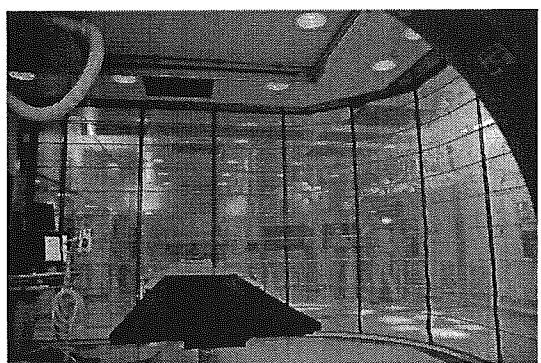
開閉式電磁波防御カーテン（CTのガントリーから）
